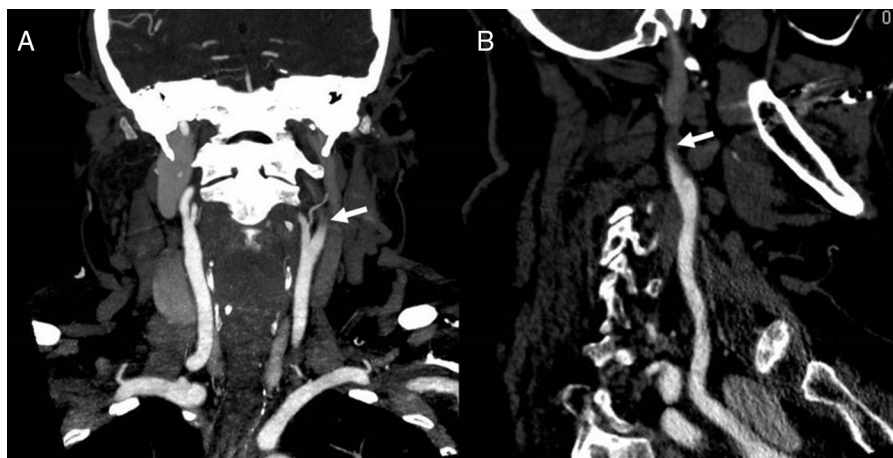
Imágenes de angio-TC, plano coronal (A) y sagital (B), que muestran posible oclusión de carótida interna izquierda desde su origen con morfología de afilamiento (flecha).
